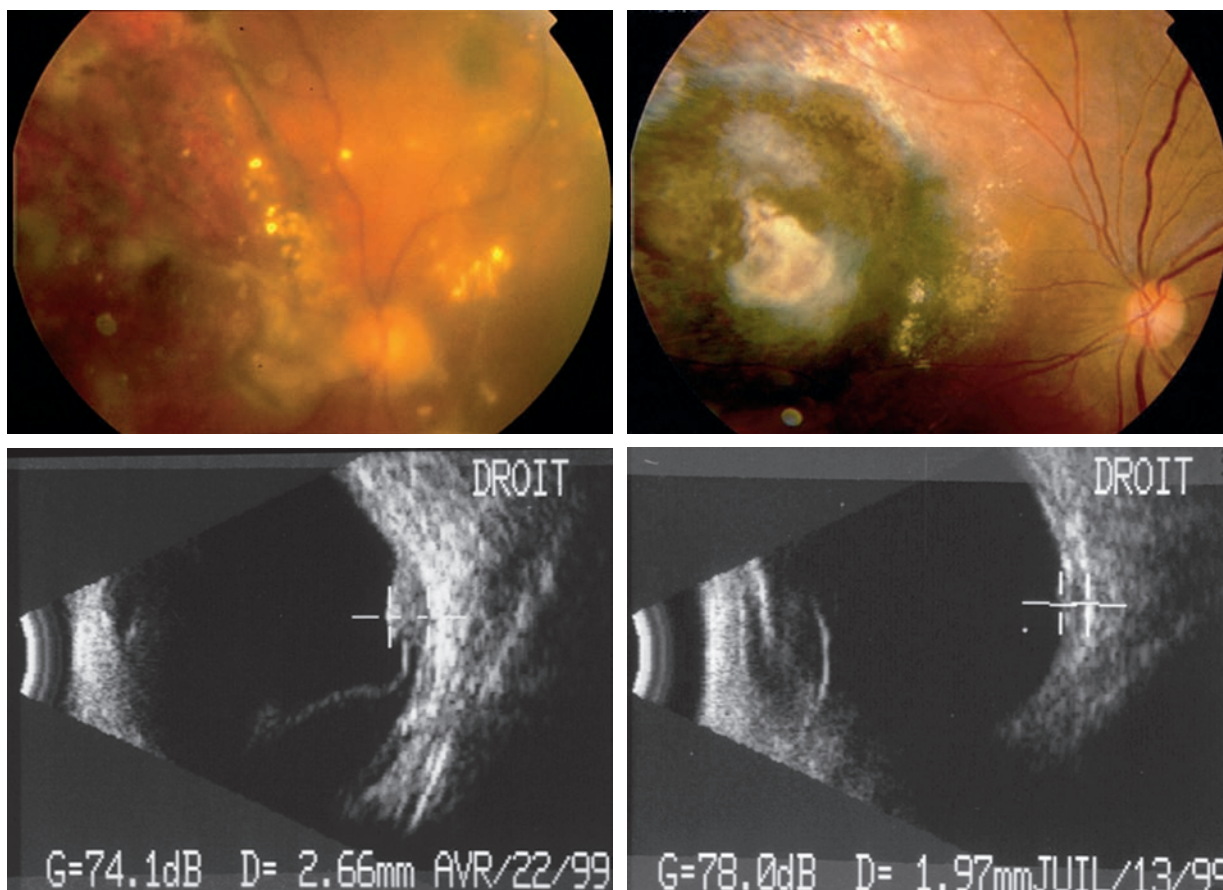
Mélanome de l'uvée traité par faisceau de protons. a. Apparition secondaire d'un décollement exsudatif. b. Réapplication rétinienne après traitement de la cicatrice par thermothérapie transpupillaire. c. et d. Aspects échographiques. a | b
